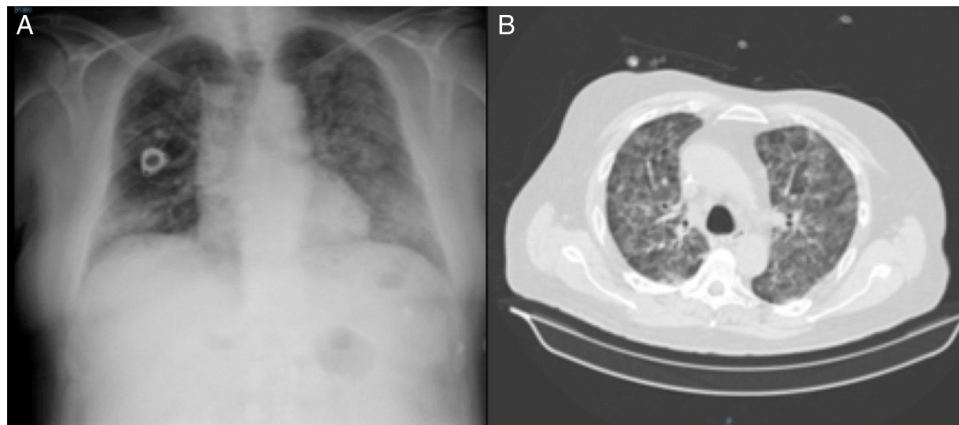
A) Radiografía de tórax del paciente con infiltrados pulmonares bilaterales. B) TAC de tórax con afectación bilateral y difusa en vidrio deslustrado.
